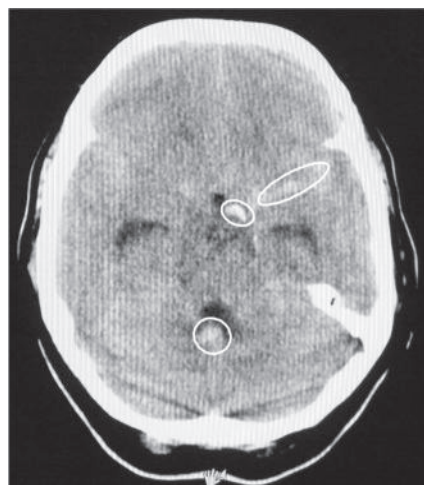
Больная М., 49 лет. Компьютерная томография головного мозга. Субарахноидальное кровоизлияние.
